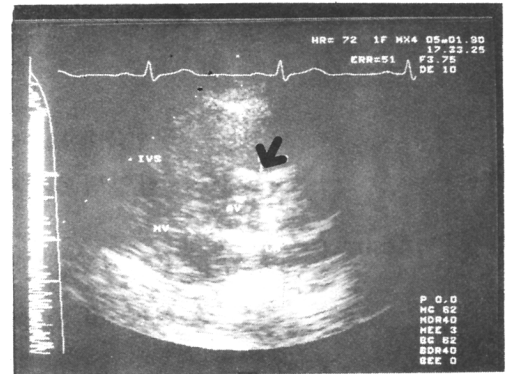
2-D Echocardiogram (parasternal long axis view) showing supralvalvular aortic stenosis.(↓)
